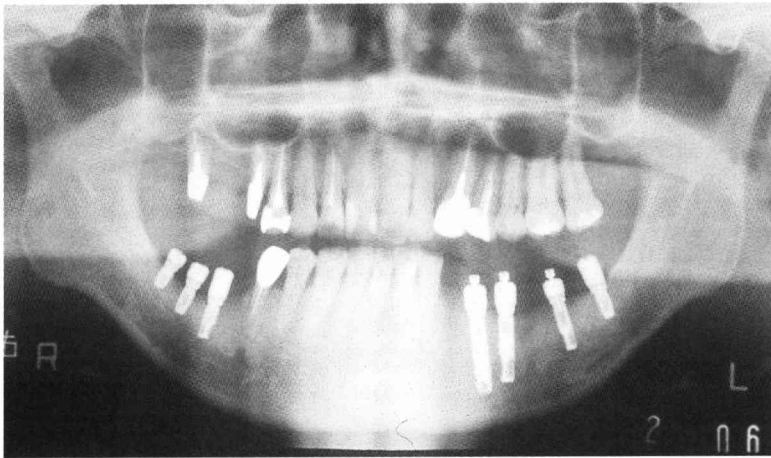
Case 3 : Panoramic radiograph after 2nd stage surgery
